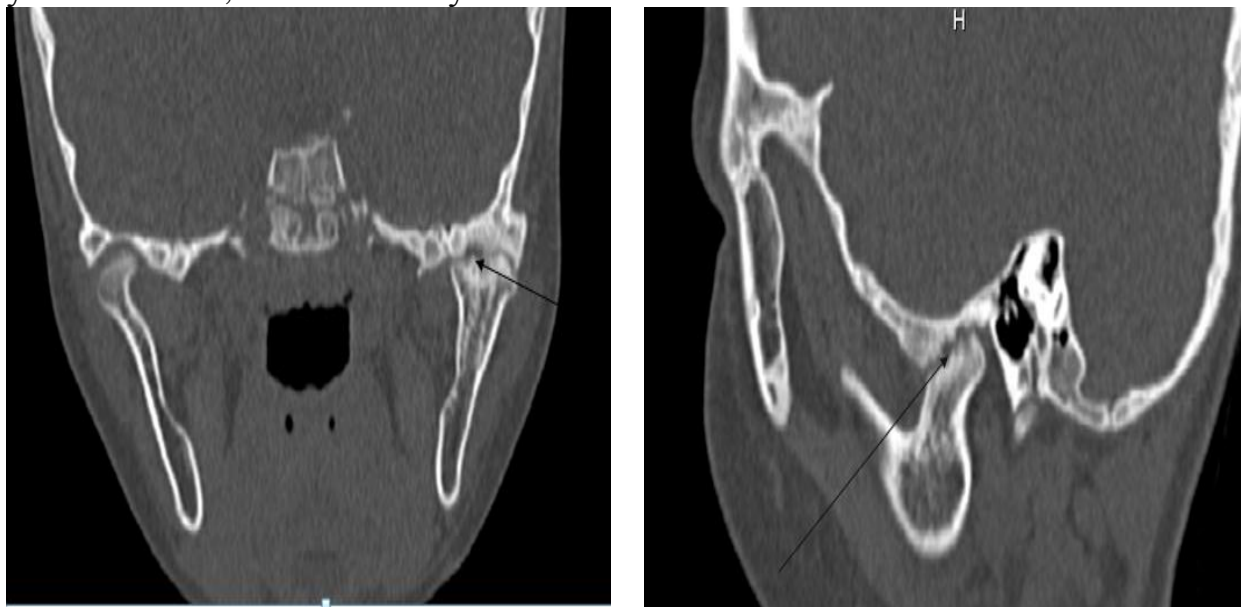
МСКТ больного В., 60 лет. а) коронарный и б) парасагиттальный срезы ВНЧС. Стрелкой указаны эрозивные изменения головки мыщелкового отростка и суставной ямки нижней челюсти ВНЧС слева. Контралатеральный правый сустав не изменен.
